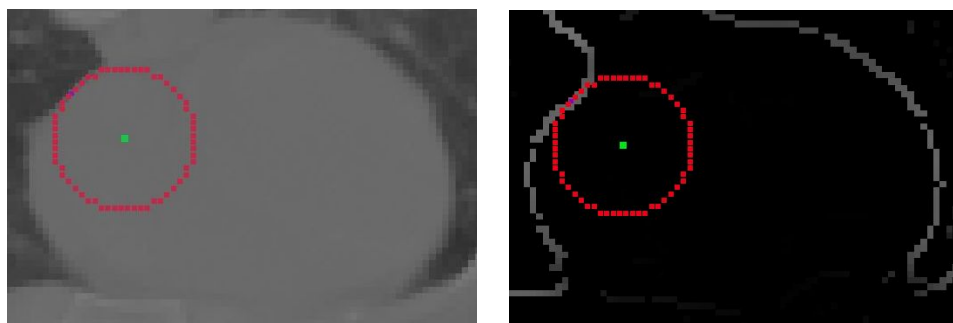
Virtueller Quellpunkt in CT-Schicht T260, Überlappungsintegral $M=4,96$, links: CT-Bild. rechts: Kantenbild gem. Gl. (9.5) und (9.6), $\sigma = 3$, NMS
